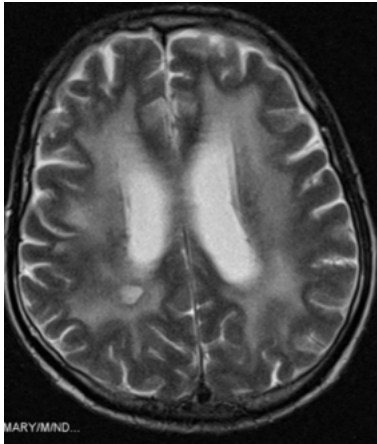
MRT nach 8 Monaten eines Patienten mit Zungen-Ca [Quelle: Klinikum Ernst von Bergmann Strahlentherapie]
